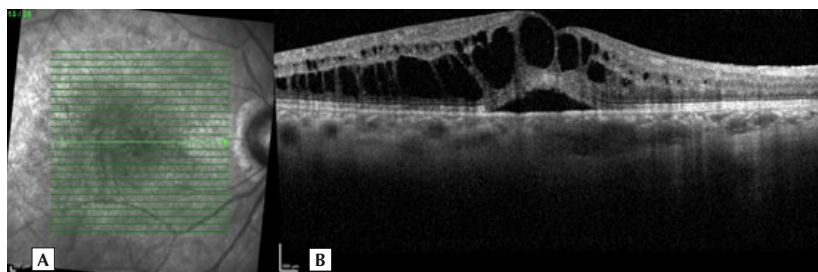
Infrared (A) com a localização do B-scan horizontal correspondente na tomografia de coerência óptica (B) de um doente com retinocoroidite de Birdshot. Observa-se edema macular uveítico cistóide com descolamento neurossensorial associado (B).*
